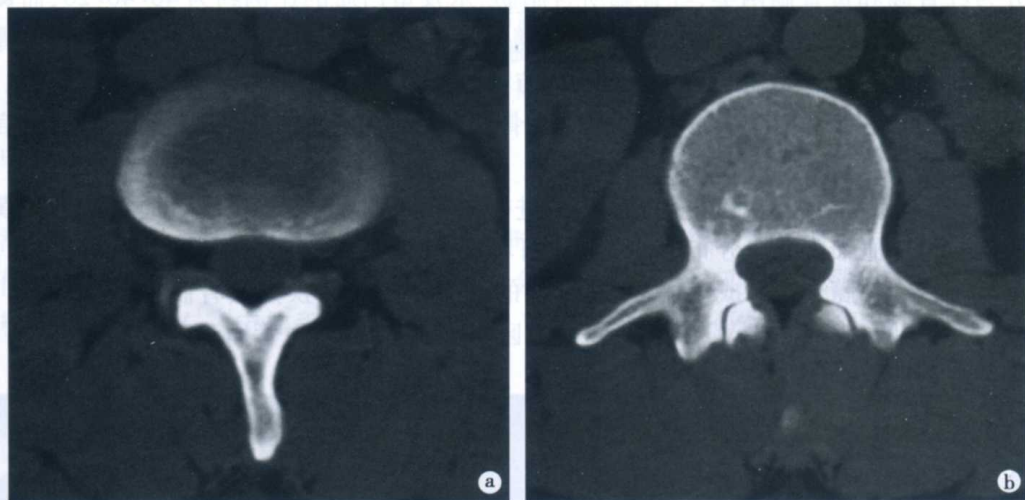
正常成人腰椎 CT 横断面表现
